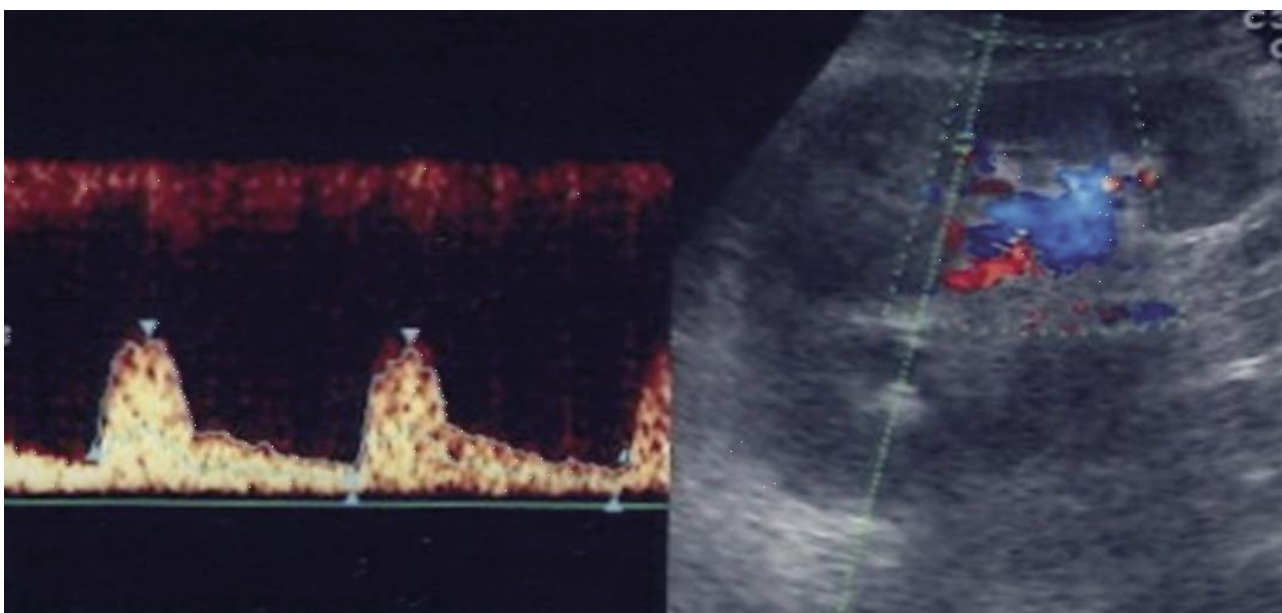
Eco-doppler. Onda característica de un lecho vascular intraparenquimatoso renal normal con IR menor de 0,7
